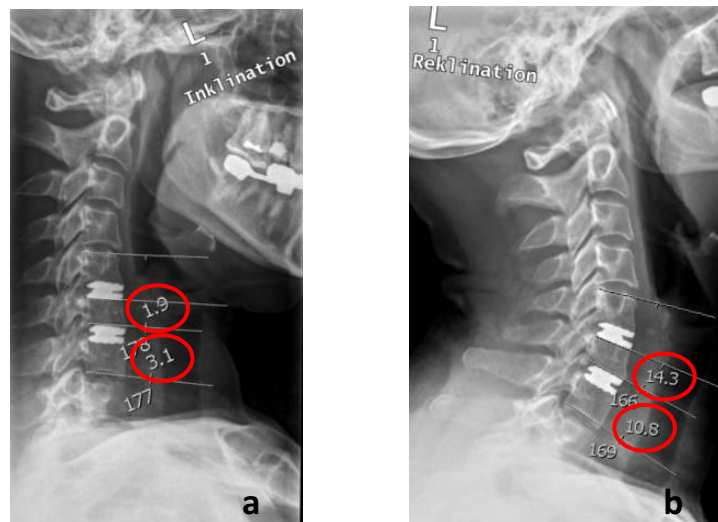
bisegmentale Implantation von ROTAIO® Bandscheibenprothesen C5/6, C6/7, B.F., 46-jährige Patientin, laterale Röntgenbilder, a) ROM bei Inkliniation, b) ROM bei Reklination
